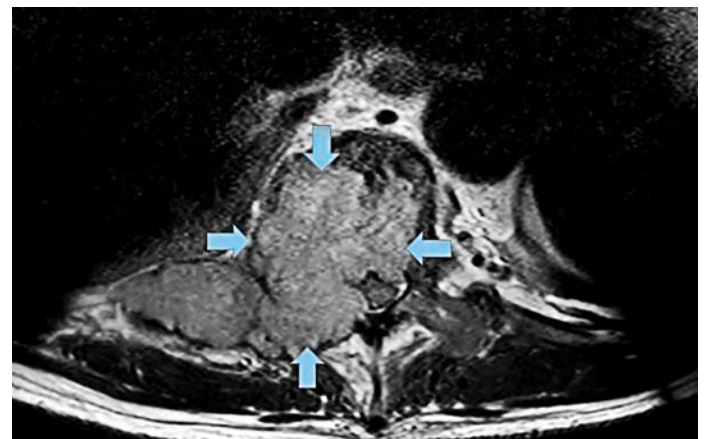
Magnetresonanztomogramm der Brustwirbelsäule in T1-Gewichtung, Transversalschnitt. Grosse extraossäre Tumorkomponente in Brustwirbelkörper (BWK) 10 (blaue Pfeile) mit Einengung des Spinalkanals.
